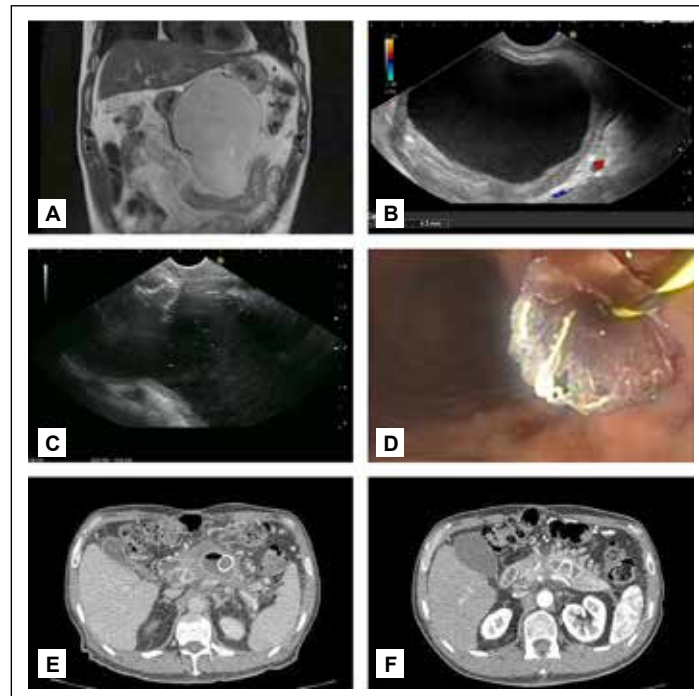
Drenaje ecoendoscópico de pseudoquiste pancreático con LAMS. A) Resonancia abdominal previo a drenaje. B) Ecoendoscopia. C) Vista ecoendoscópica de la copa interna del LAMS en pseudoquiste. D) Vista endoscópica de copa externa de LAMS liberado. E) Tomografía a la segunda semana del drenaje. F) Tomografía a la tercera semana del drenaje, previo a retiro del LAMS.
